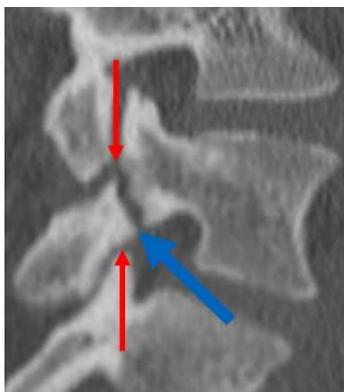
Immagine di una tomografia computerizzata della colonna lombare vista lateralmente. Come uno schiaccianoci, le porzioni articolari delle vertebre adiacenti (freccie rosse) possono
